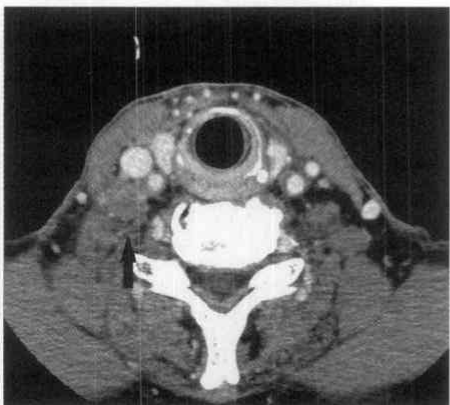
A'(治療後CT)：右鎖骨上窩リンパ節が瘢痕化している。
